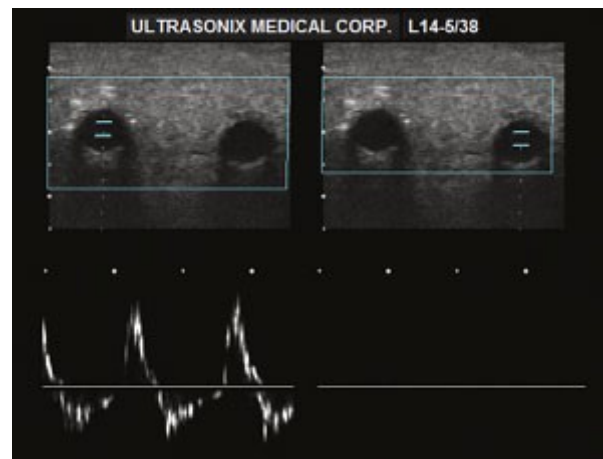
Image échographique de 2 vaisseaux avec application du Doppler spectral
